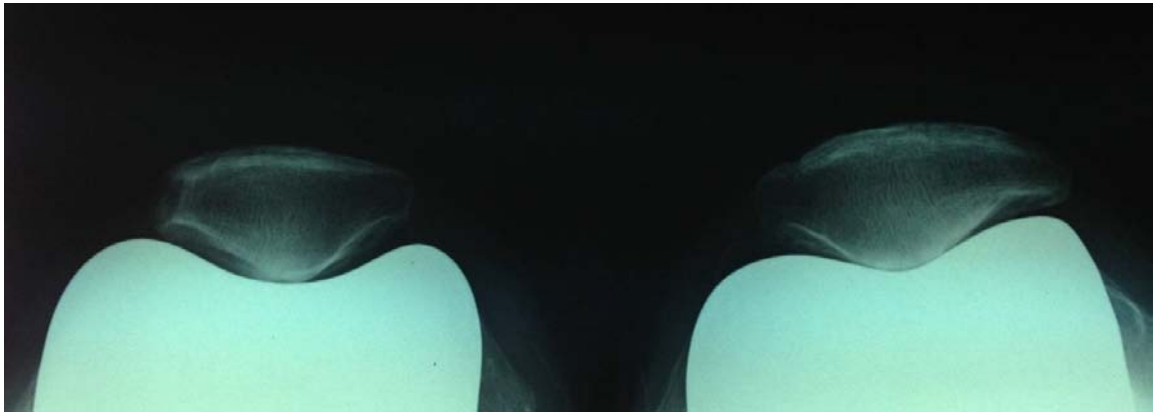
Radiographie des genoux en incidence fémoro-patellaire montrant
